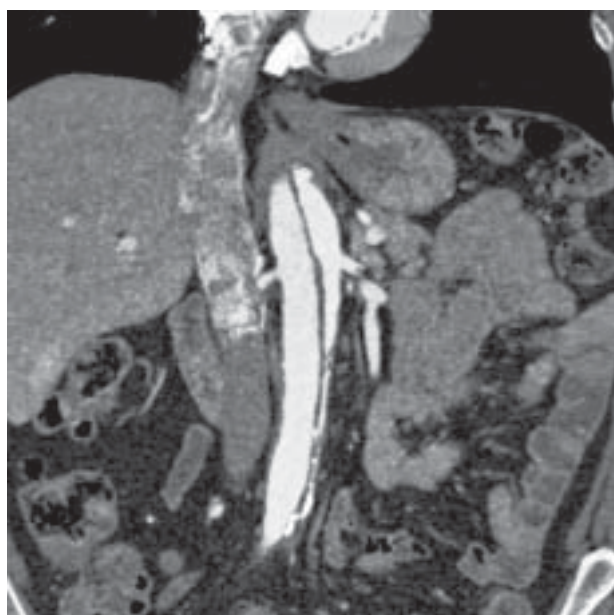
Badanie angio-CT z użyciem kontrastu, widoczne rozwarstwienie aorty wstępującej oraz zstępującej
